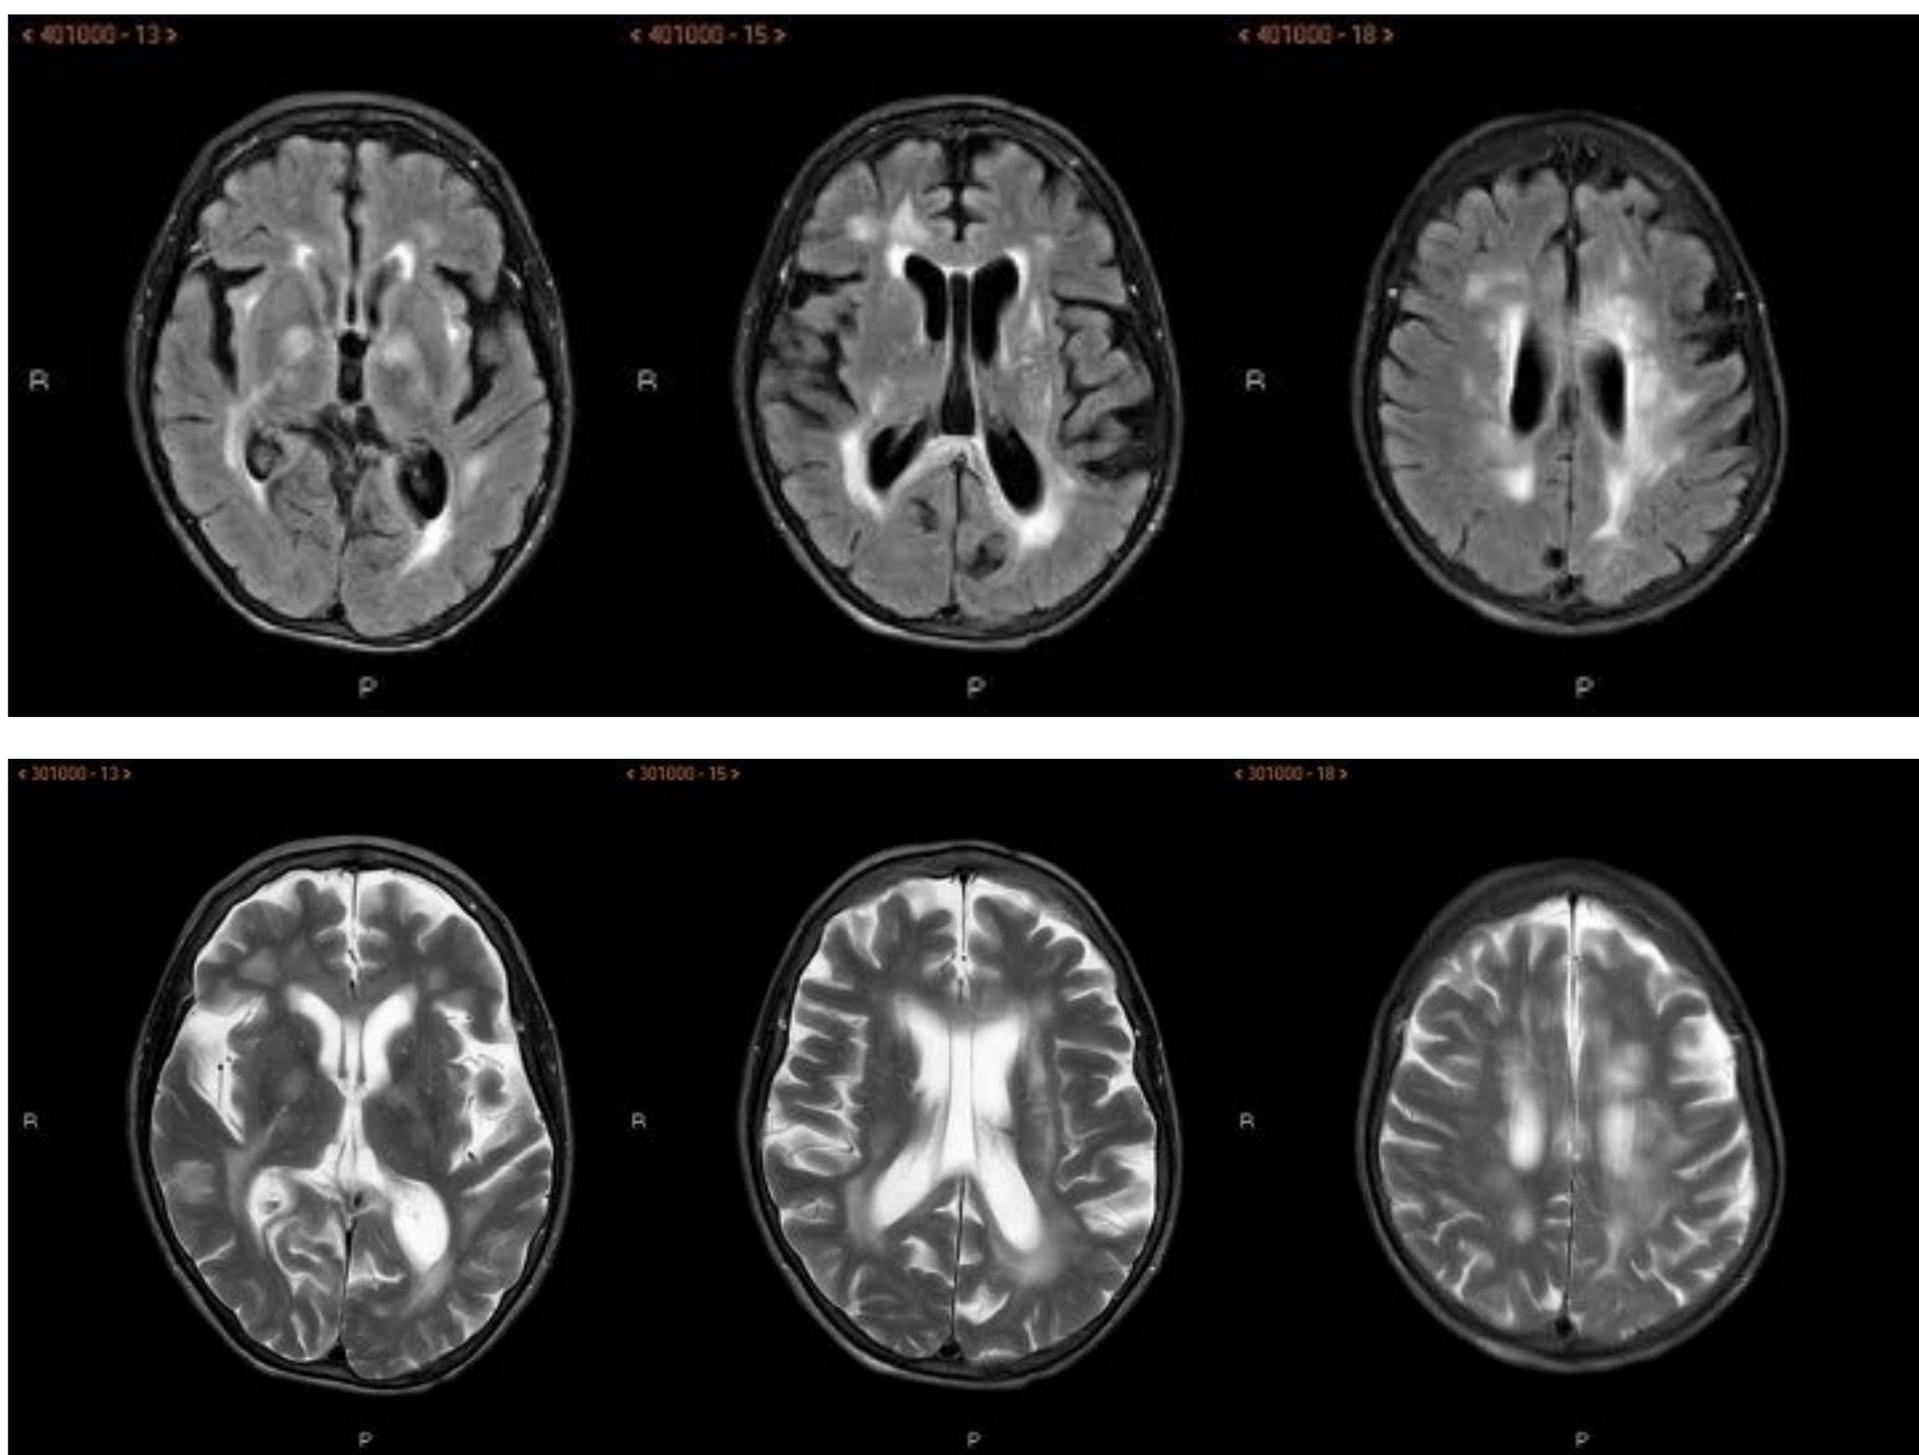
Paciente de 79 años a la que se le diagnostica enfermedad de Creutzfeld-Jacob, presentando una clínica subaguda de alteración de la marcha y demencia rápidamente progresiva. Se muestran imágenes, en distintos niveles, de RM en plano axial mediante secuencias FLAIR y T2W, donde se evidencia una clara afectación difusa, bilateral y prácticamente simétrica (cierto predominio del lado izquierdo) de la sustancia blanca profunda de centros semiovais, corona radiada, cuerpo calloso y ganglios de la base (tálamos y ambos núcleos pálidos) , en forma de hiperseñal en secuencias de TR largo.
